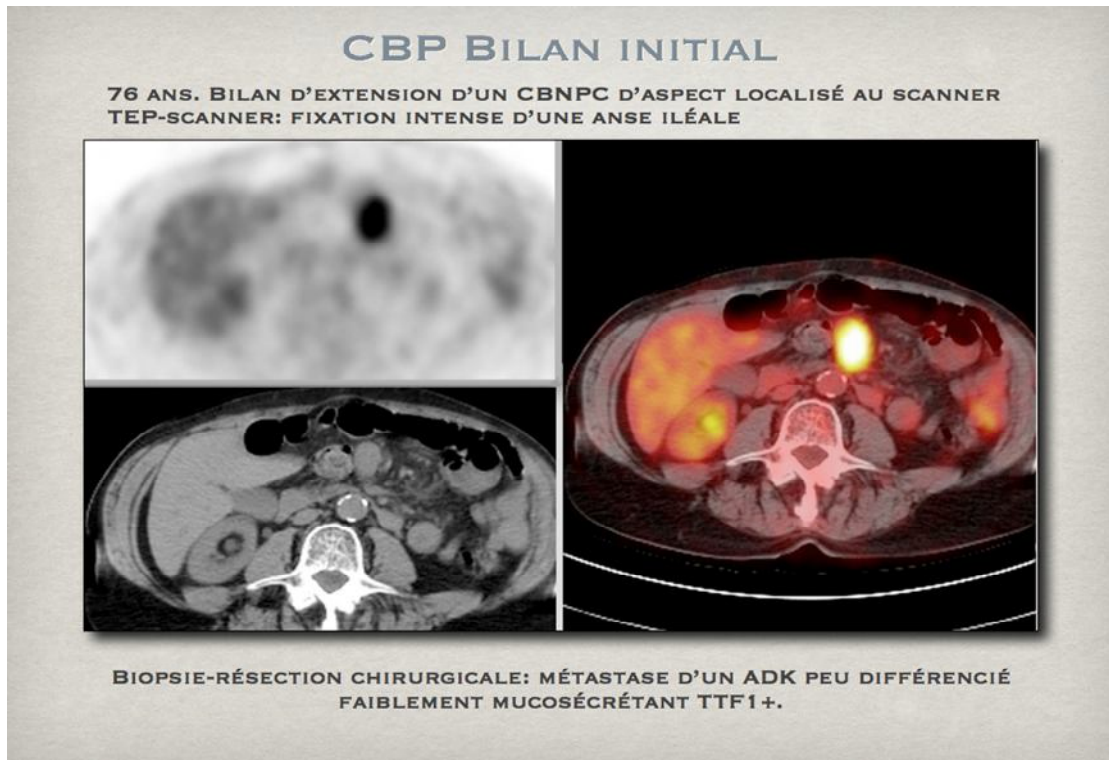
CBNPC initialement localisé au scanner et reclassé métastatique «anse illéale » en PET.
